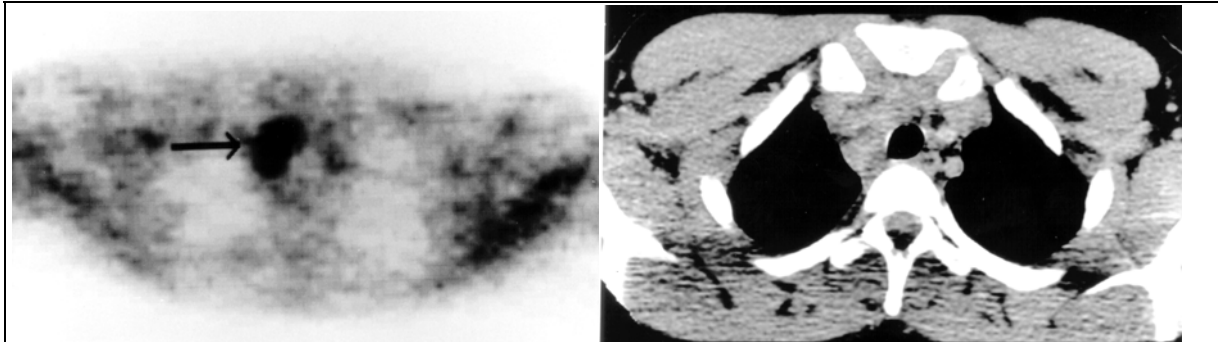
Bildbeispiel PET+CT+
